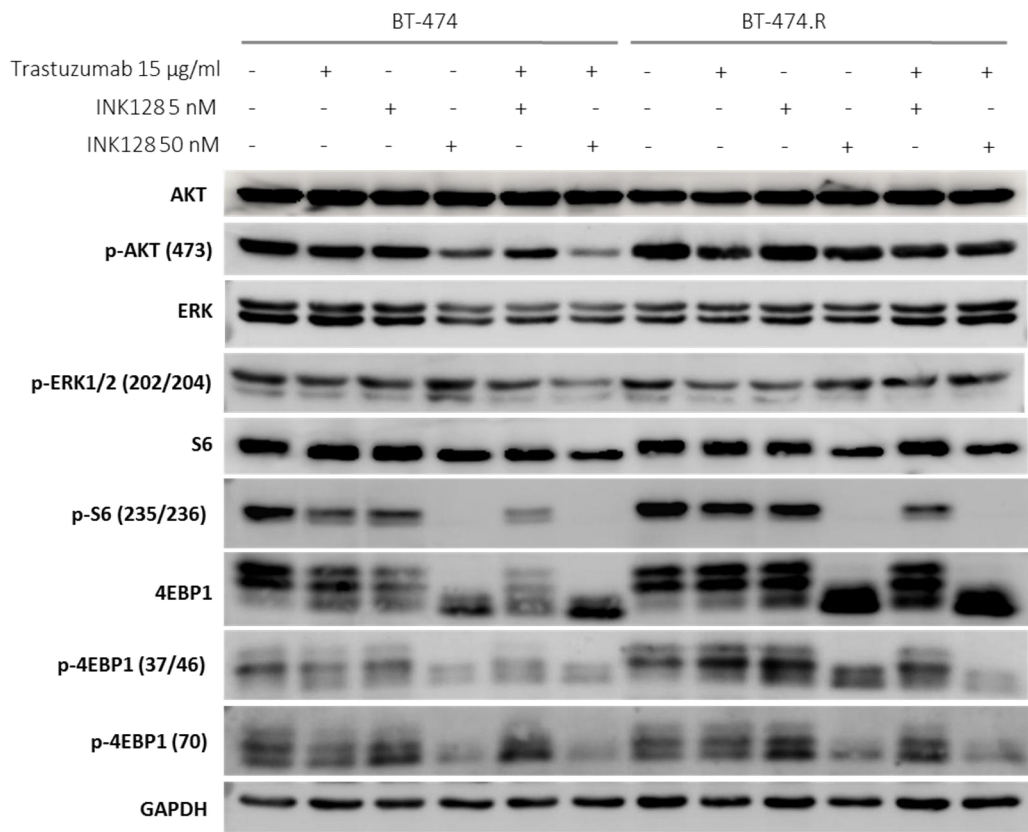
Análisis de inmunodetección de las líneas BT-474 y BT-474.R en condiciones basales, tratamiento con trastuzumab 15 µg/ml, tratamiento con INK128 a 5 nM y 50 nM y tratamiento combinado de trastuzumab mas INK128 a ambas concentraciones. Bajo un adecuado control de carga con GAPDH, se observaron diferencias en los niveles de fosforilación entre los tratamientos únicos u el tratamiento combinado de trastuzumab más INK128 en ambos líneas celulares.
